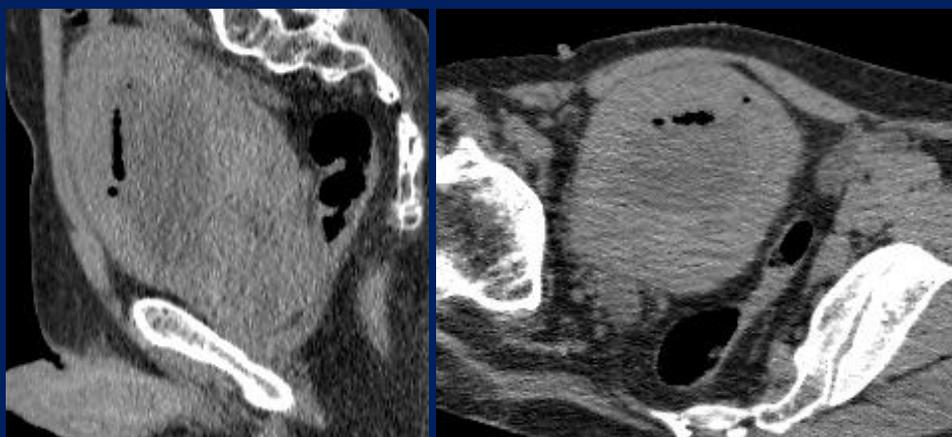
Cistitis enfisematosa. TC de Pelvis sin cte EV reconstrucción sagital (A) y axial (B). Se observa aire a en el interior de la vejiga y en el espesor de su pared asociado a engrosamiento mural y sedimento denso.
